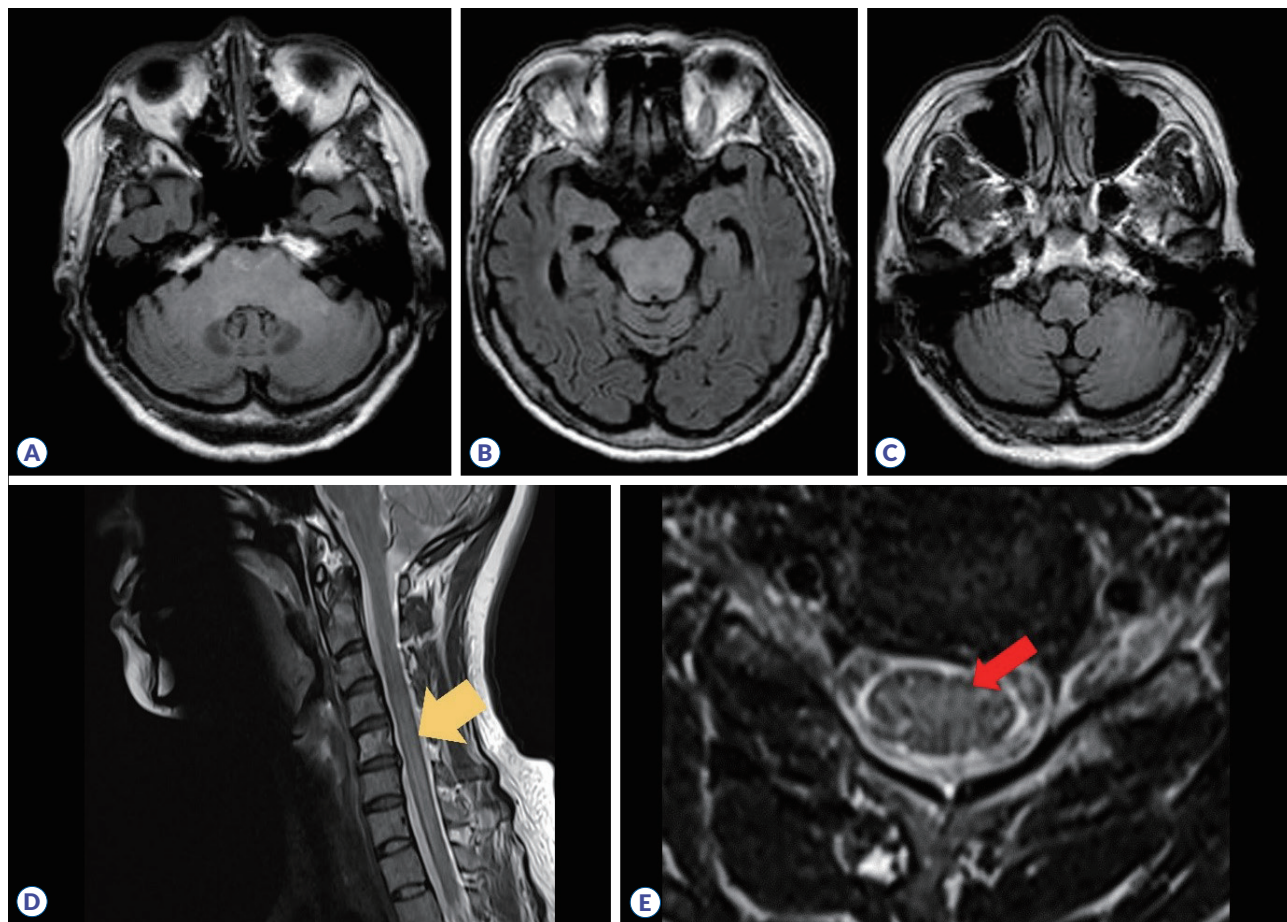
(A-C) Brain MRI of case 1. T2-weighted FLAIR images depict widespread hyperintense lesions affecting the bilateral middle cerebellar peduncles (A), the pons (B), and the left medulla (C). (D, E) Spine MRI of case 2. T2-weighted MR images display a longitudinally extensive hyperintense lesion covering the C3 to C7 segments of the cervical spinal cord accompanied by slight cord swelling (D, indicated by a yellow arrow). The axial view of a T2-weighted image shows a hyperintense lesion involving the gray matter of the spinal cord at the C6 level (E, marked by a red arrow). MRI, magnetic resonance imaging; FLAIR, fluid attenuated inversion recovery.
